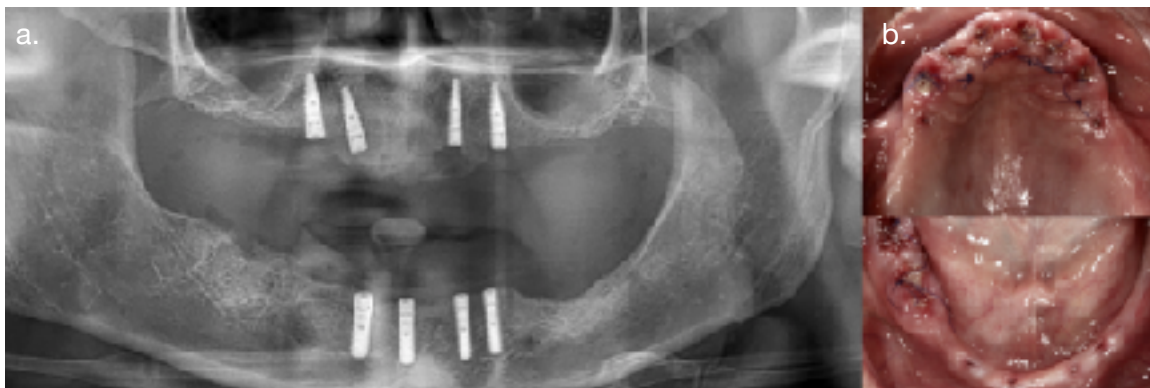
Ortopantomografía (a) y fotografías una semana posterior a la cirugía (b).
